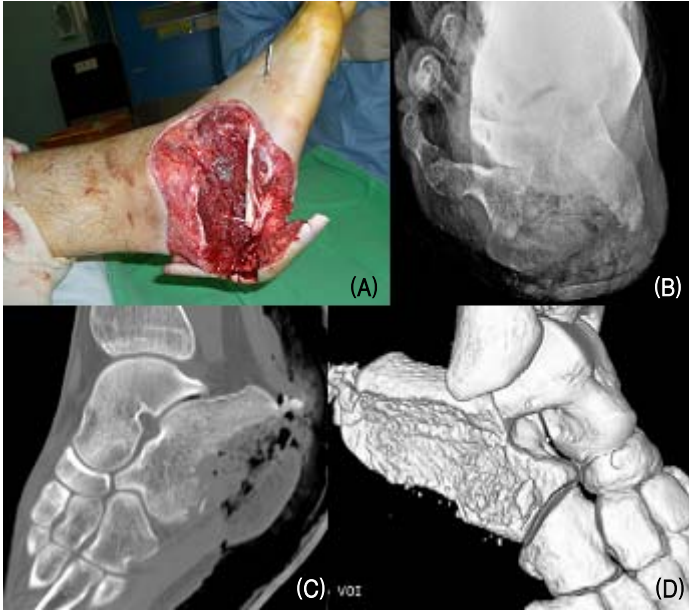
(A) photograph shows 13x9 cm sized soft tissue defect. (B) Axial x-ray shows bone defect mainly on tuberosity. (C) CT shows intact subtalar joint (D) 3D CT shows bone defect extends to calcaneocuboid joint.
